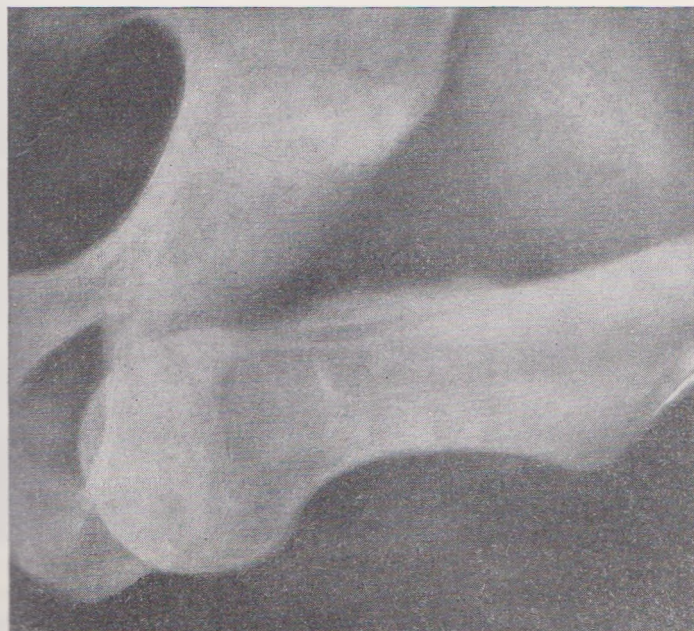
Рентгенограмма седалищного вывиха бедра.
